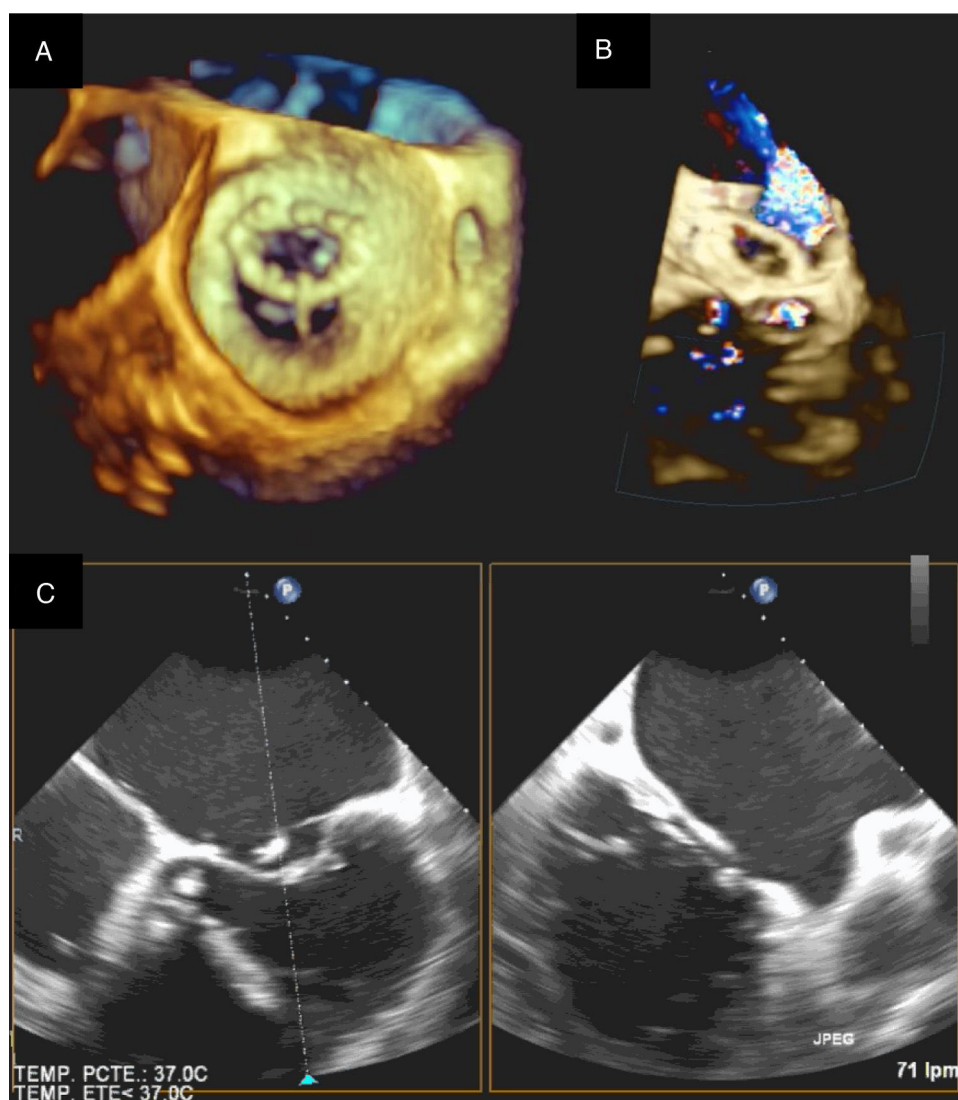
Ecocardiograma de dehiscencia del anillo mitral. a) Ecocardiograma 3D: se visualiza la válvula mitral desde la aurícula con la aorta a las 11 (visión del cirujano). b) Plano de 2 cámaras con Doppler. c) Ecocardiograma 2D plano de 5 y 2 cámaras.
